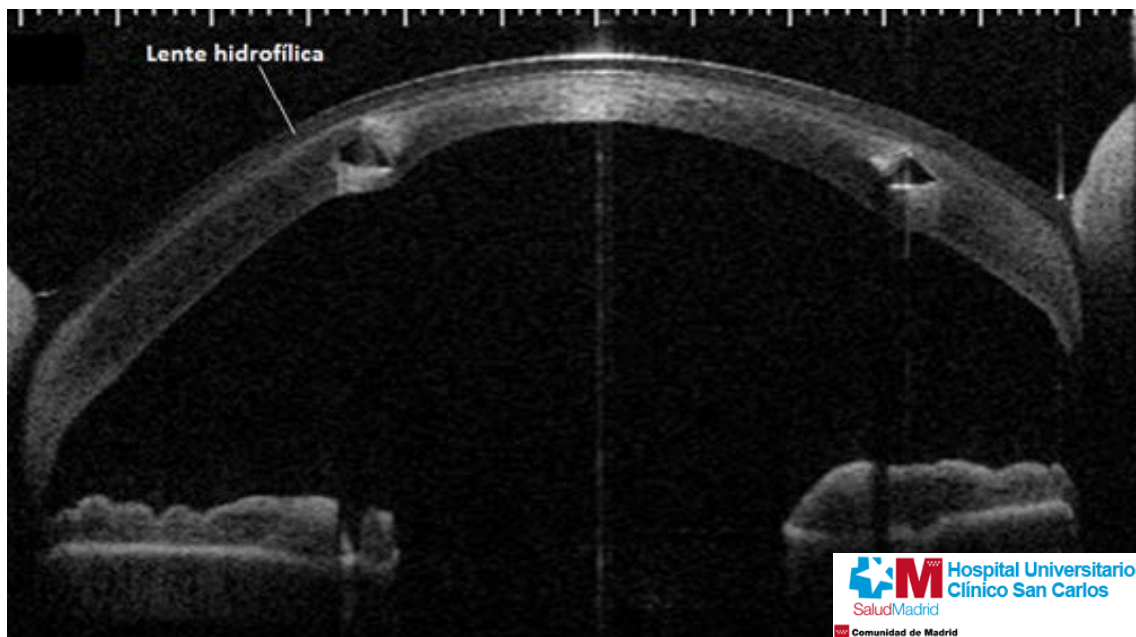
imagen de tomografía de coherencia óptica (OCT) de polo anterior de la adaptación de una lente hidrofílica sobre córnea con queratocono implantada con ICRS.
